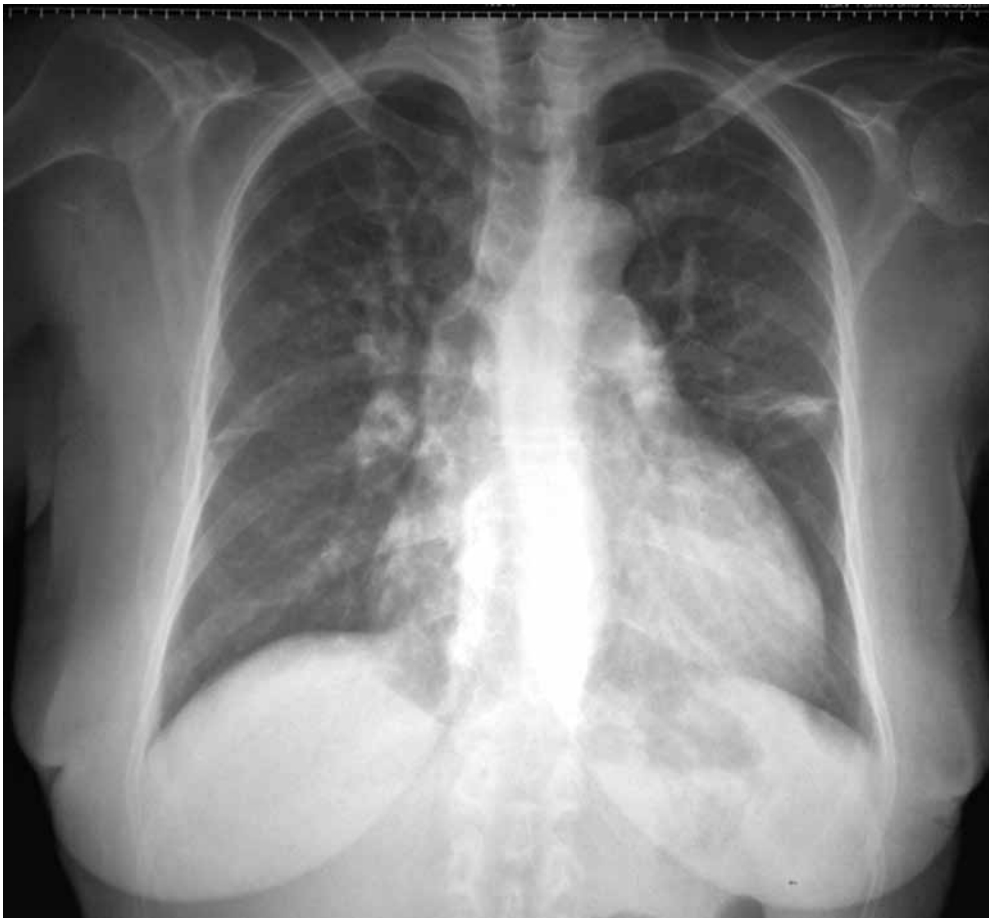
Radiografía de tórax en proyección pósterio-anterior, la cual muestra franca cardiomegalia con índice cardiotorácico de 0,56 a expensas de crecimiento de ambos ventrículos, hipertensión venocapilar con presencia de derrame pleural intercostal bilateral, crecimiento de ambas arterias pulmonares y aorta desenrollada.
